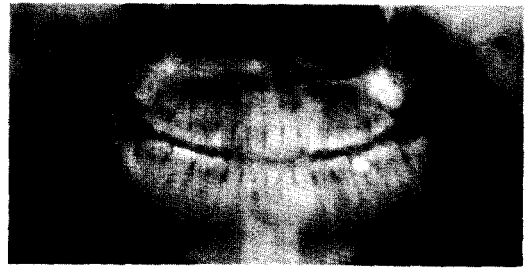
좌측 하악두 경부골절을 보여주는 초진 시 방사선 사진.
